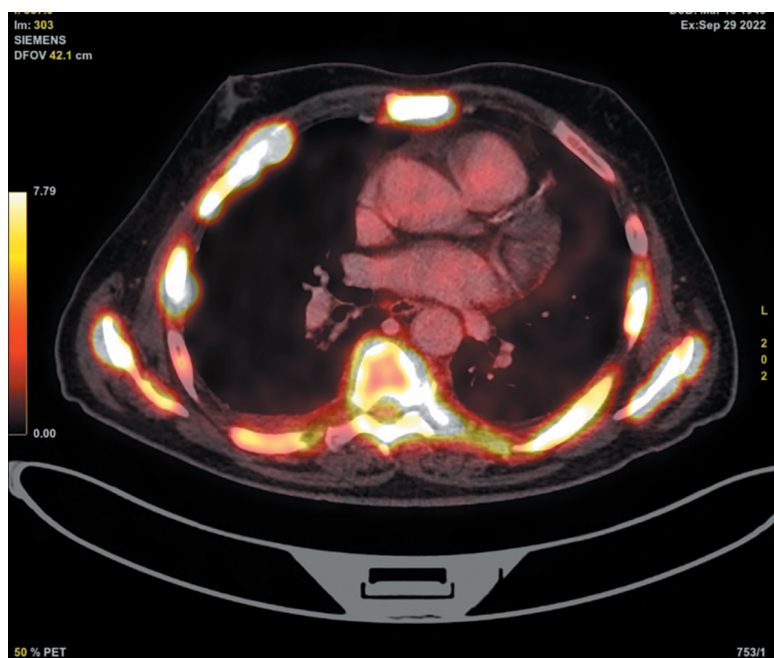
ПЭТ/КТ с  $^{18}\text{F}$ -ПСМА: субтотальное поражение костей скелета с очагами деструкции и преобладанием бластического компонента
